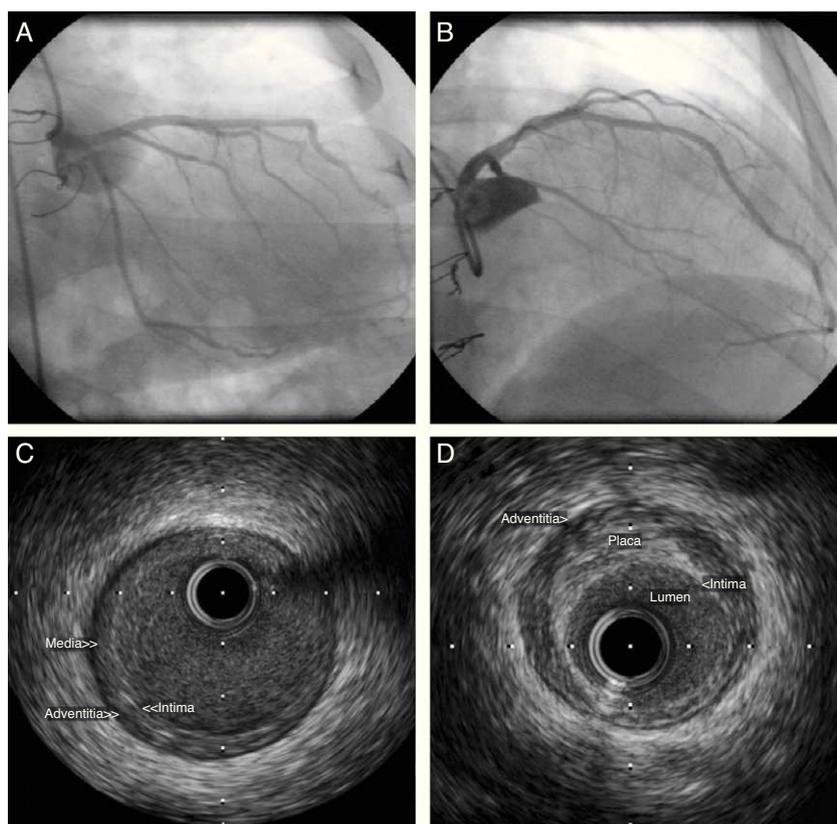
Imagens de ecografia intracoronária da descendente anterior referentes a um doente transplantado cardíaco há 5 anos que apresentou simultaneamente o espessamento concêntrico da íntima típico da DVA (C) e uma placa excêntrica típica da doença coronária aterosclerótica clássica (D). A angiografia coronária não foi sugestiva de doença na artéria descendente anterior (A e B).
